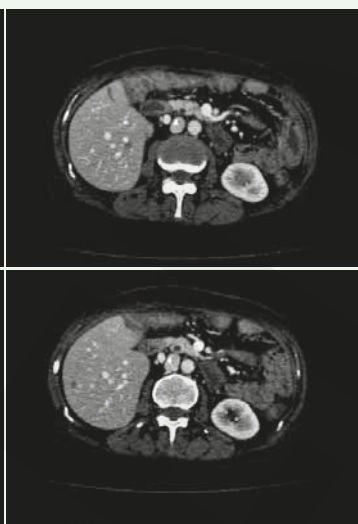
CT scan après 3 mois de chimiothérapie par paclitaxel/bévacizumab avec une bonne réponse partielle
